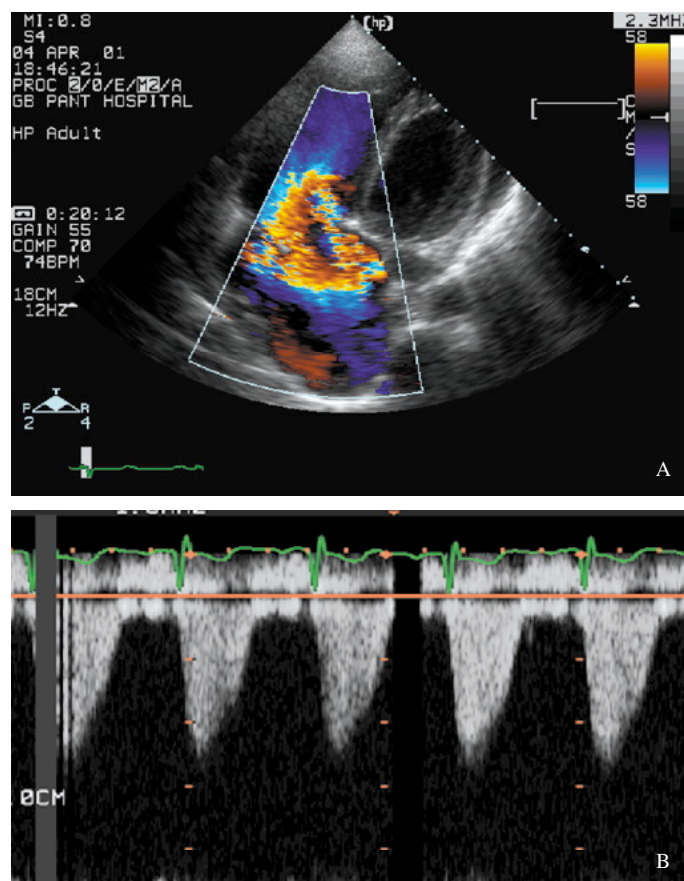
(A-B) - Displasia della valvola tricuspide: notare l'insufficienza severa, al color Doppler (A), dalla quale, posizionando il cursore del CW Doppler (B), è possibile calcolare la Pressione Sistolica in Arteria Polmonare (PSAP), col valore così ottenuto, sommato al fattore "correttivo" mostrato in tabella 1.
